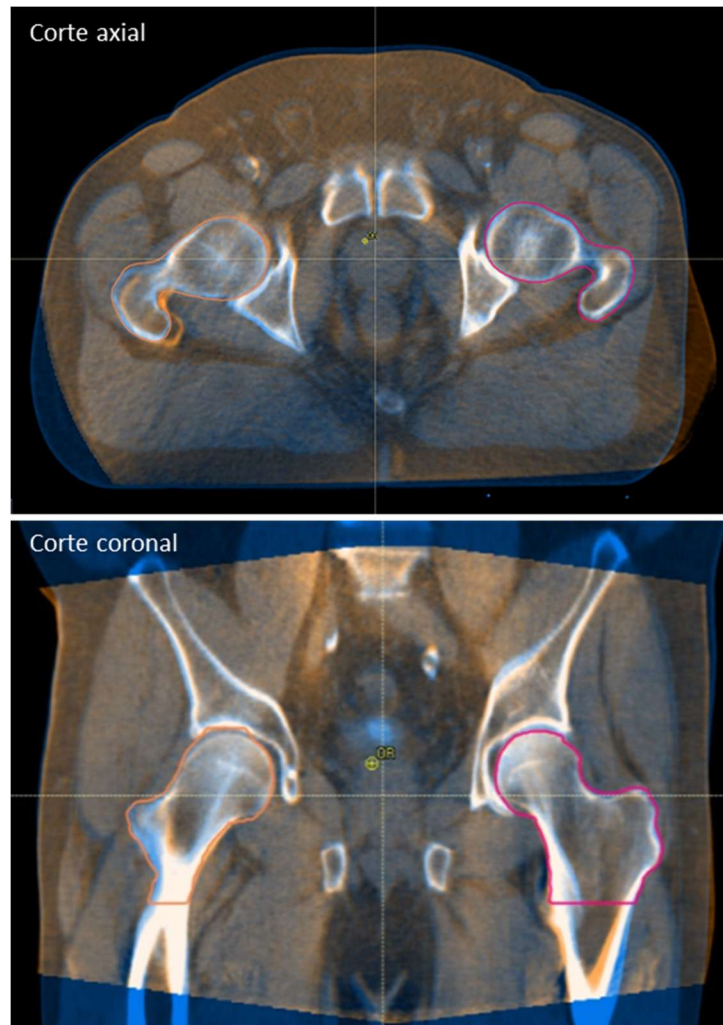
Fusión con registro rígido de TAC de planificación y kVCBCT sesión 13. Paciente 24.
